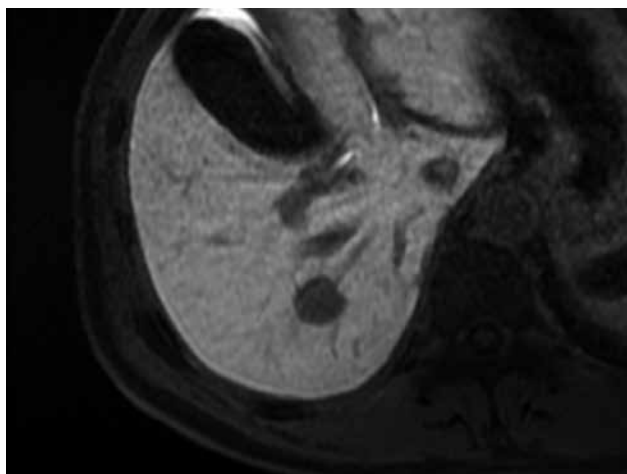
f MRI EOB造影肝細胞相(20分後)
